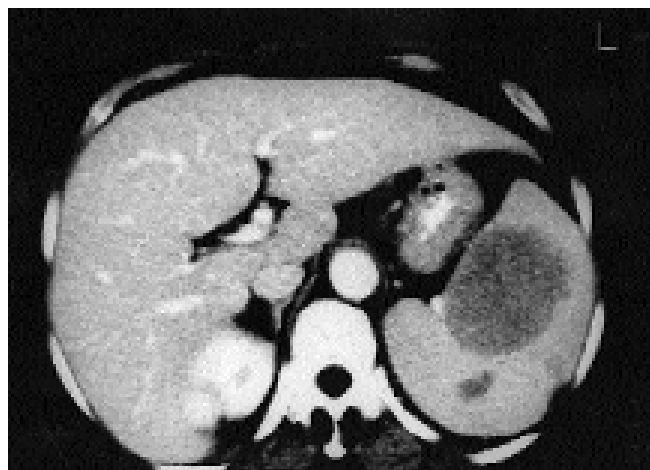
Imagen de TAC: Se evidenciaron dos lesiones esplénicas, la de mayor tamaño de 6,1 x 4,7 cm heterogénea sin adenopatías en las inmediaciones.
